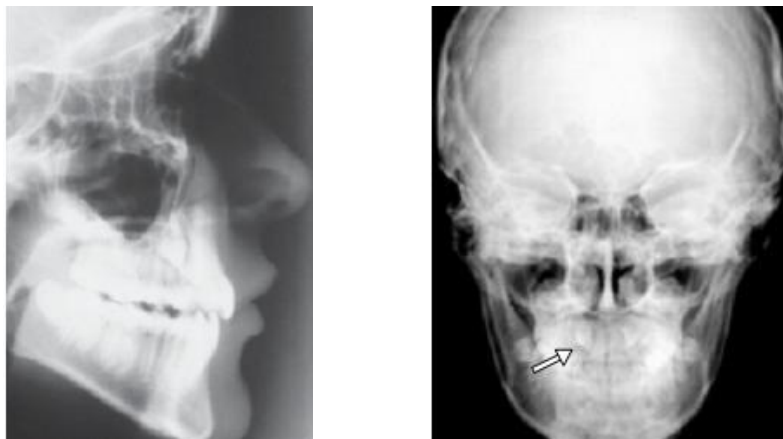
Telerradiografia de perfil e frontal.
